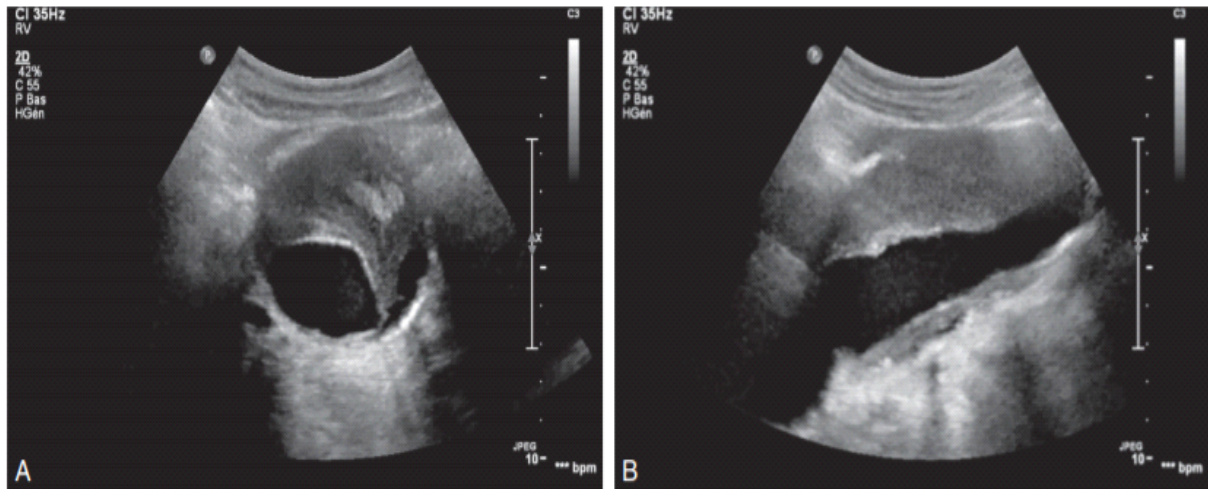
Vue échographique d'un anévrysme de l'aorte abdominale. A. En coupe transversale. B. En coupe sagittale [67].
